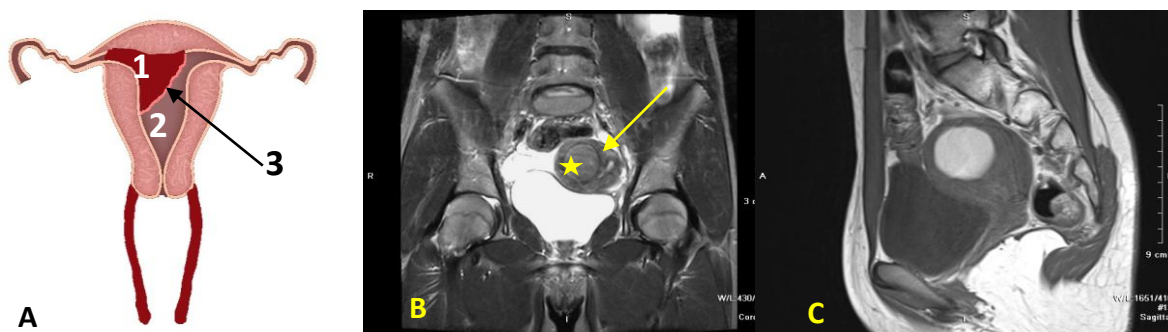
Uterul Robert. A:1 - cavitatea uterină obstructivă, 2 - cavitatea uterină nonobstructivă, 3 - septul uterin complet. B: IRM, T2W, hematometra (*), septul cavității uterine (→). C: IRM, T1W, hematometra la nivelul hemicavității obstructive
